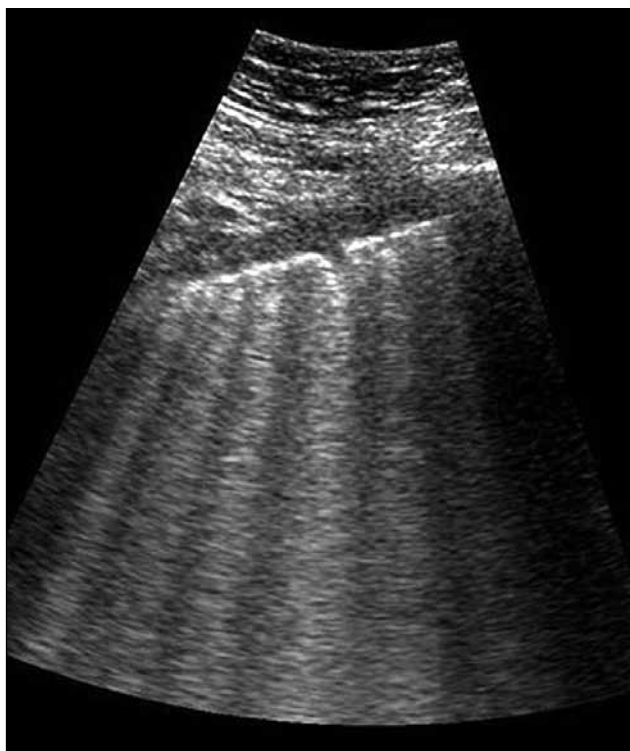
УЗИ. Множество В-линий
